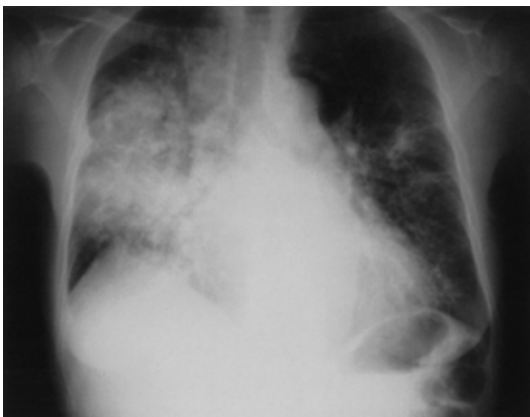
Chest radiograph on January 12.
